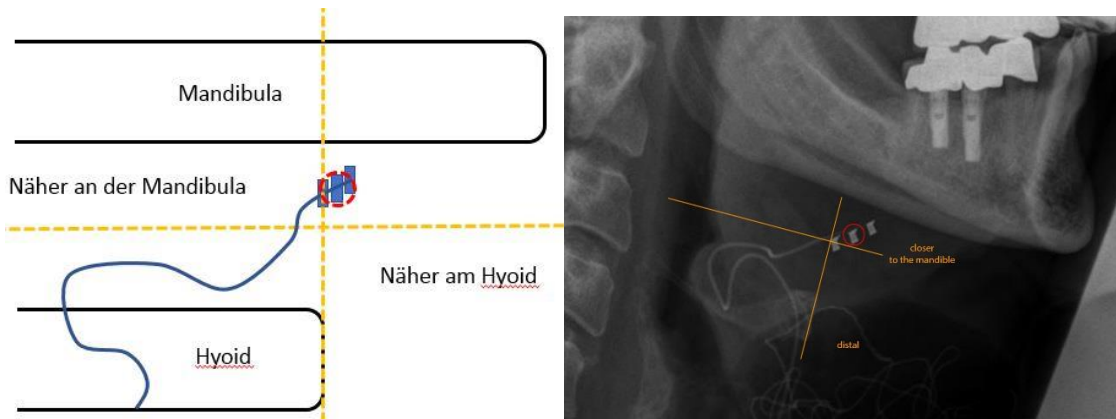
Erläuterung der Einteilung hinsichtlich einer distalen Lage. Der mittlere Kontakt liegt distal der senkrecht eingezeichneten Hilfslinie nach Implantation in der Röntgenaufnahme.
